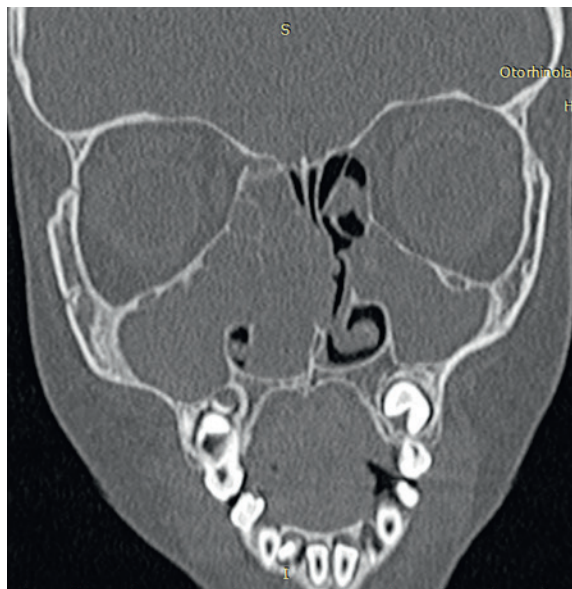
КТ-картина (коронарная проекция) полипозно-гнояного ХРС с назальным полипозом III степени справа, выраженное искривление перегородки носа влево за счет асимметрично выраженного назального полипоза у пациента с МВ 5 лет
